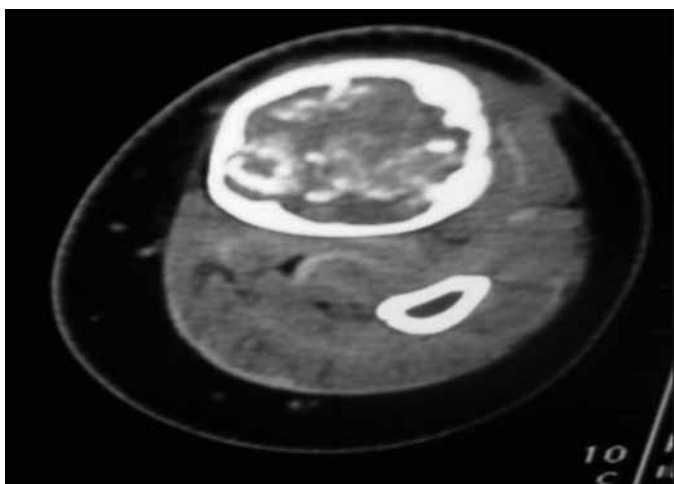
Tomografia da perna esquerda, em corte axial, evidenciando lesão heterogênea, com densidade de partes moles e calcificações de permeio no terço médio da tibia.
